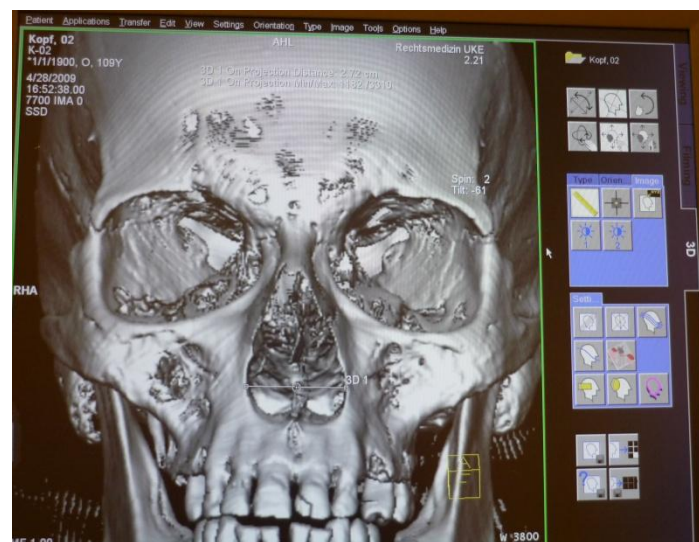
Messung der Apertura piriformis im CT (Vergrößerung):
